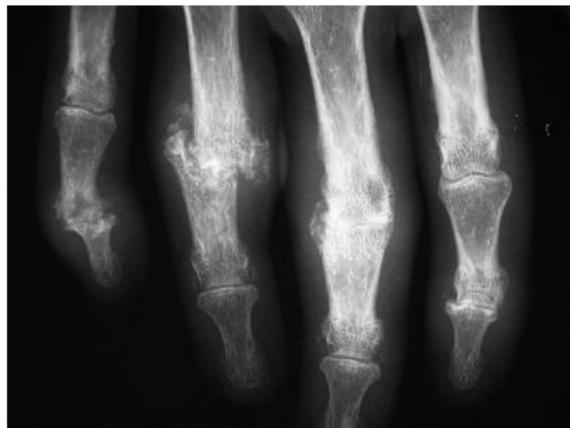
C Radiographie des doigts de la main droite de face. Arthrite à tendance destructrice des articulations interphalangiennes proximales et distales.
